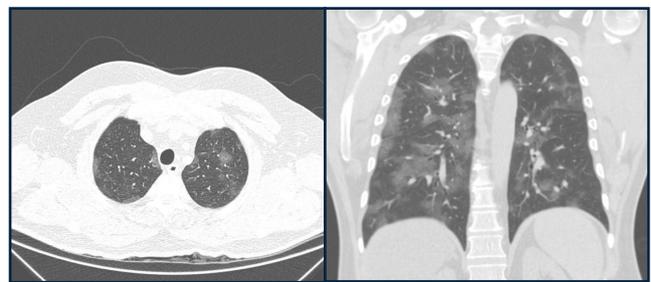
Tomografia de tórax da admissão em cortes axial e coronal demonstrando pneumonia intersticial.
